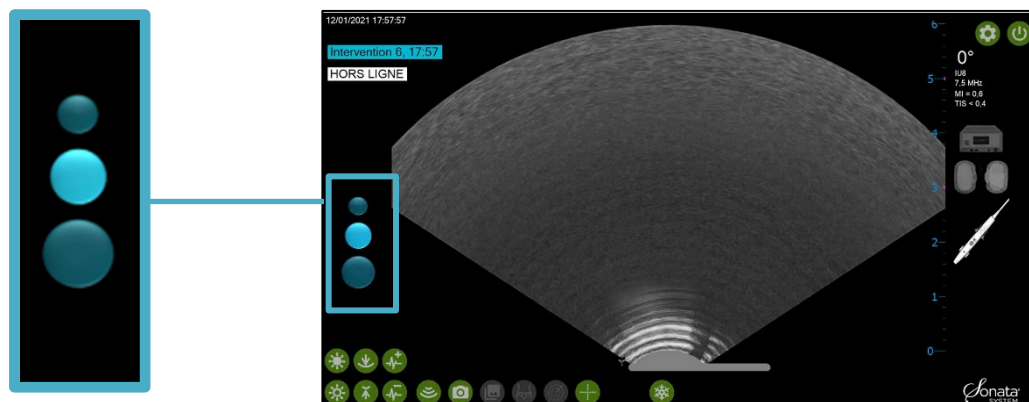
Préréglages des images échographiques.
